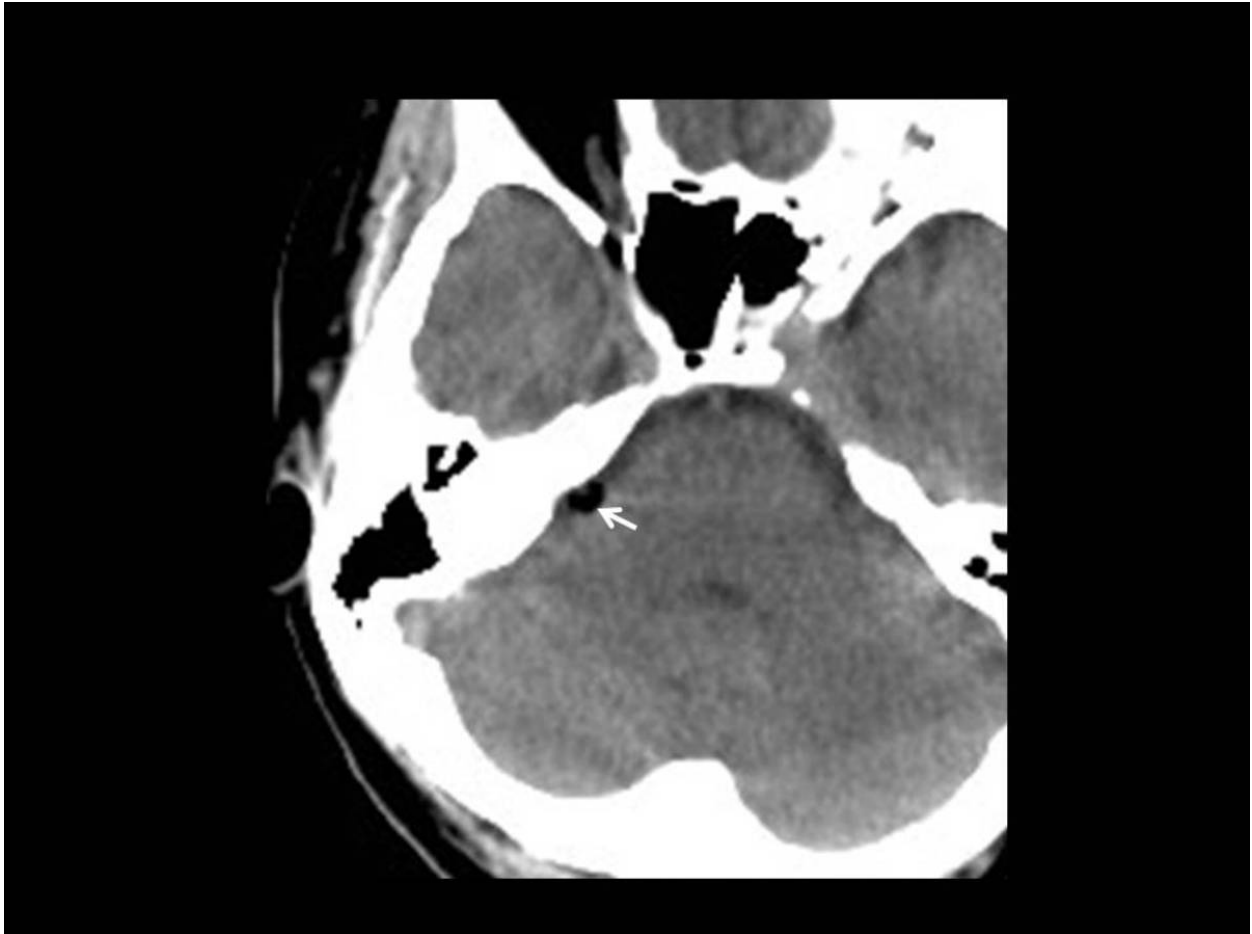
Lipoma de pequeño tamaño en APC derecho. Estudio de TC en el mismo paciente de la figura 17. Hallazgo casual en estudio por sospecha de patología isquémica cerebral.
